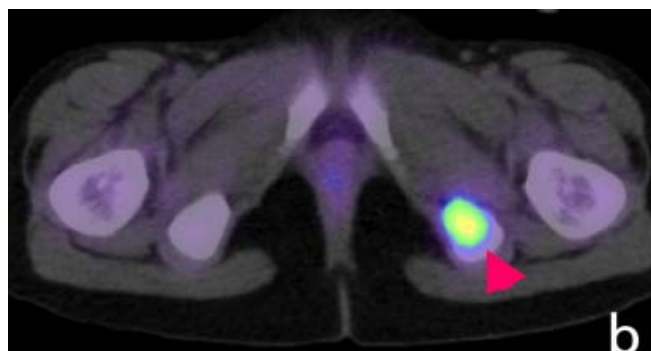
TEP-TDM au 18FDG réalisée chez une fille de 9 ans suivie pour un S.E avec des métastases au niveau de l'ischion gauche, a détectée une forte captation du 18-FDG dans cette région (flèche) (3).
